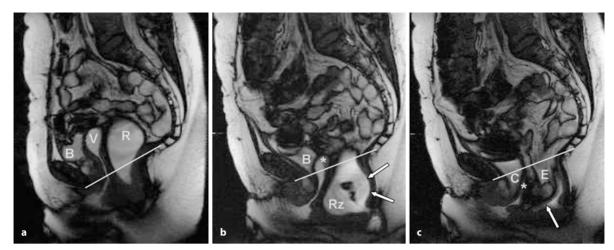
a – c. 71-jährige Patientin (Multipara, Z. n. Hysterektomie) mit Stuhlentleerungsstörung. Mediosagittale T2-gewichtete MRT-Bilder (True-FISP) des Beckens in Ruhe (a) und bei wiederholtem Pressen (b,c). a In Ruhelage regelrechte Darstellung von Blase (B), Vagina (V) und Rektum (R) oberhalb der PCL (weiße Linie). Die Blase ist nur gering mit Harn gefüllt. Vagina und Rektum sind mit Gel kontrastiert. b Während des ersten Presszyklus deszendiert das Rektum weit unter die PCL, und es bildet sich am noch gut gelgefüllten Rektum (R) eine deutliche Vorwölbung der Rektumwand sowohl nach ventral in Richtung des Perineums als auch nach dorsal (weiße
